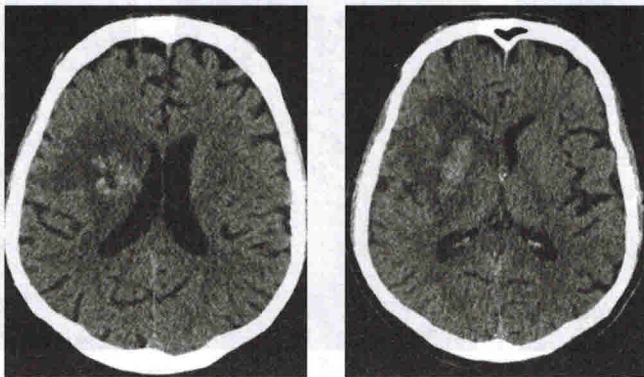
КТ головы. КТ-признаки ишемического инсульта с геморрагическим пропитыванием в бассейне правой средней мозговой артерии
